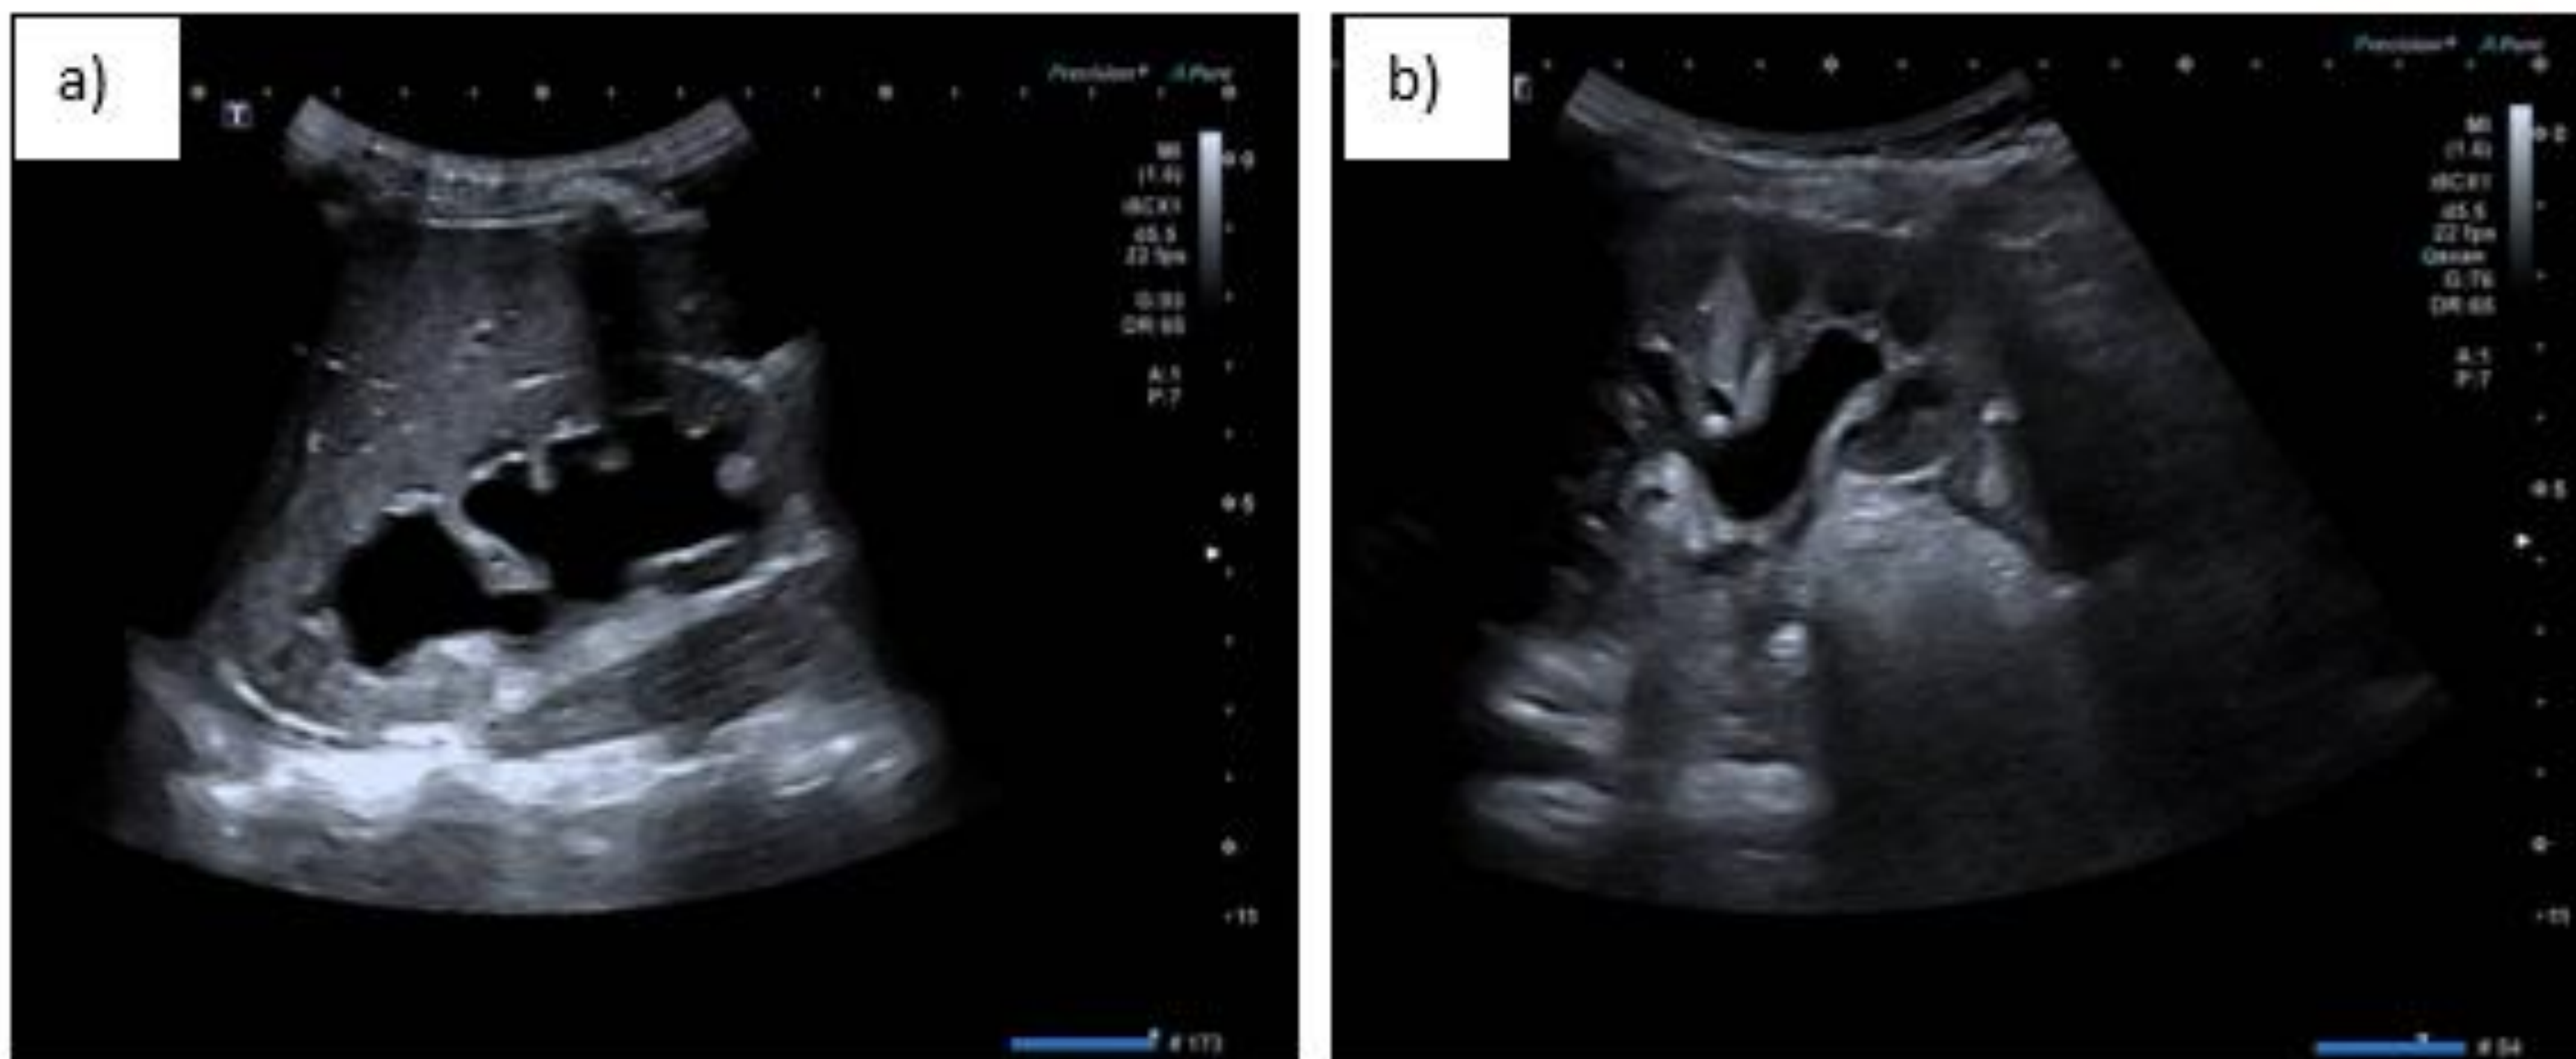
hidronefrosis grado III-IV en ecografía pre-sondaje. Figura 2b: hidronefrosis grado I-II en el sexto día de sondaje.
